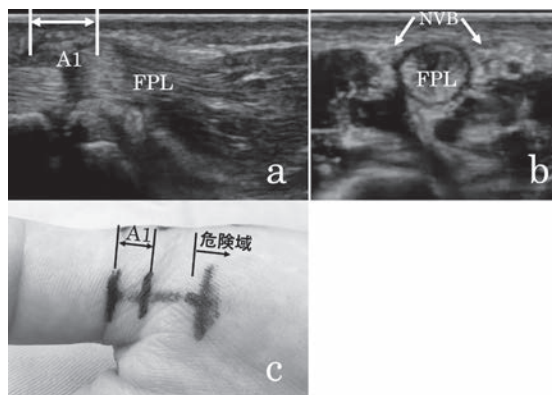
右母指ばね指の症例。a: 超音波長軸像，b: 同短軸像，c: マーキングの様子。長軸像でA1腱鞘の範囲を同定し，短軸像で神経血管束（NVB）が腱と交差する位置を確認して，それぞれの位置をマーキングする。NVBが腱と交差する部位より近位を危険域とする。
